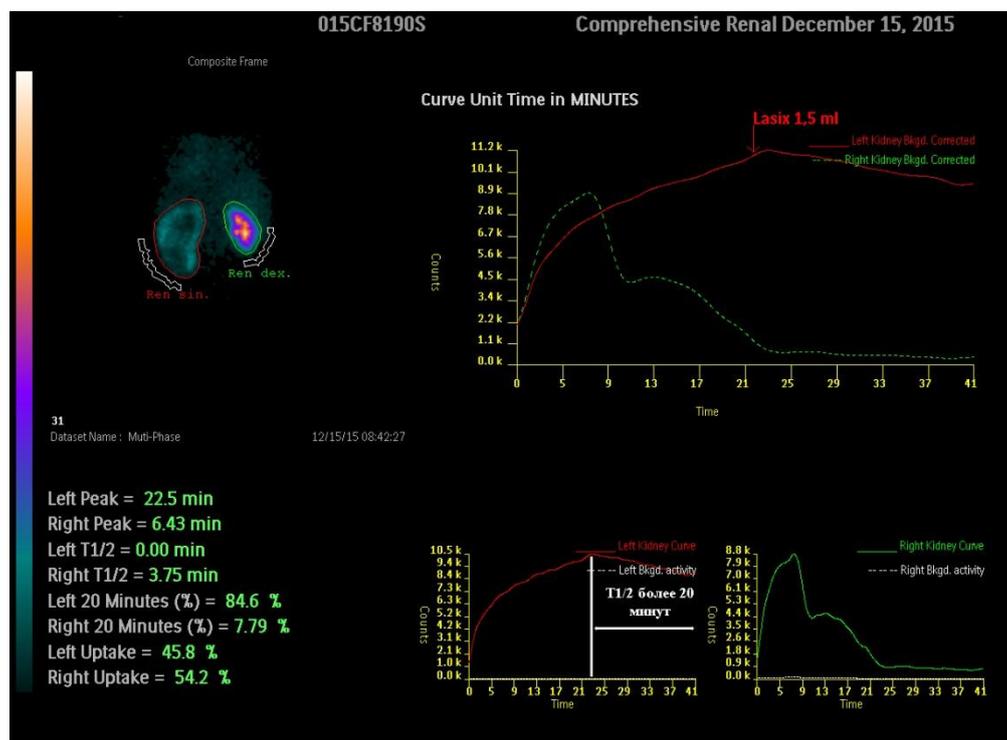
Диуретическая нефросцинтиграфия – положительная диуретическая проба
